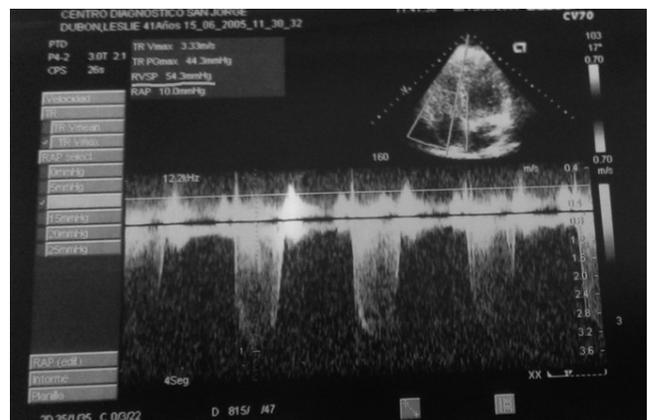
Ecocardiograma que reporta una presión de la arteria pulmonar de 54.3 mmHg
